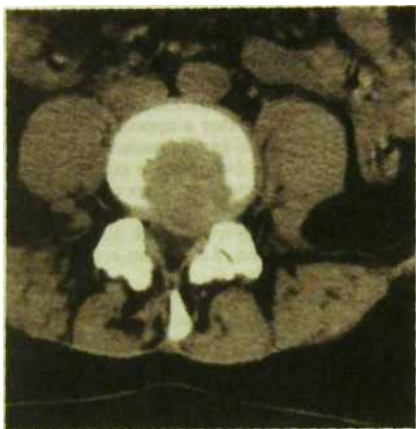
Ш.209. Компьютерная томограмма позвонка. Заднебоковая грыжа межпозвоночного диска.
